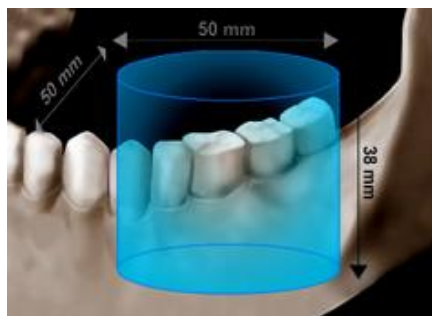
FOV reducido. Fuente: Carlos Boveda. Tomografía Volumétrica Digital. TVD.
